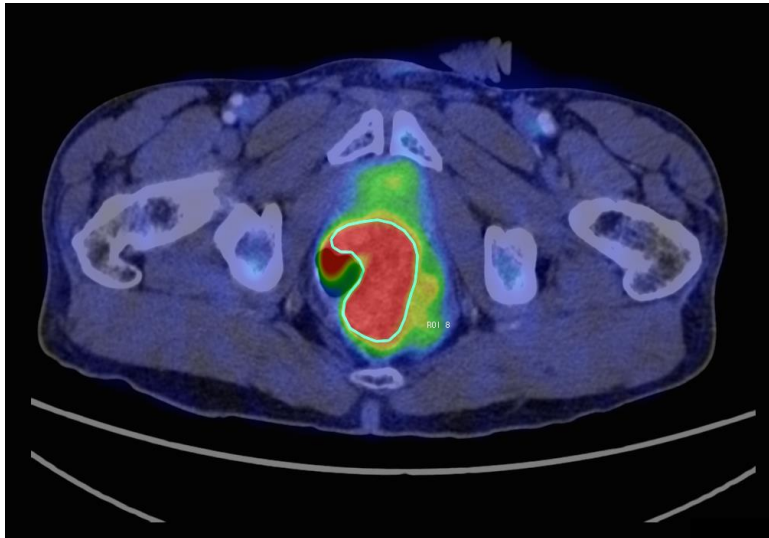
Beispiel einer korrigierten ROI-Markierung in der Fusionsansicht aus CT- und PET-Schichtbild
